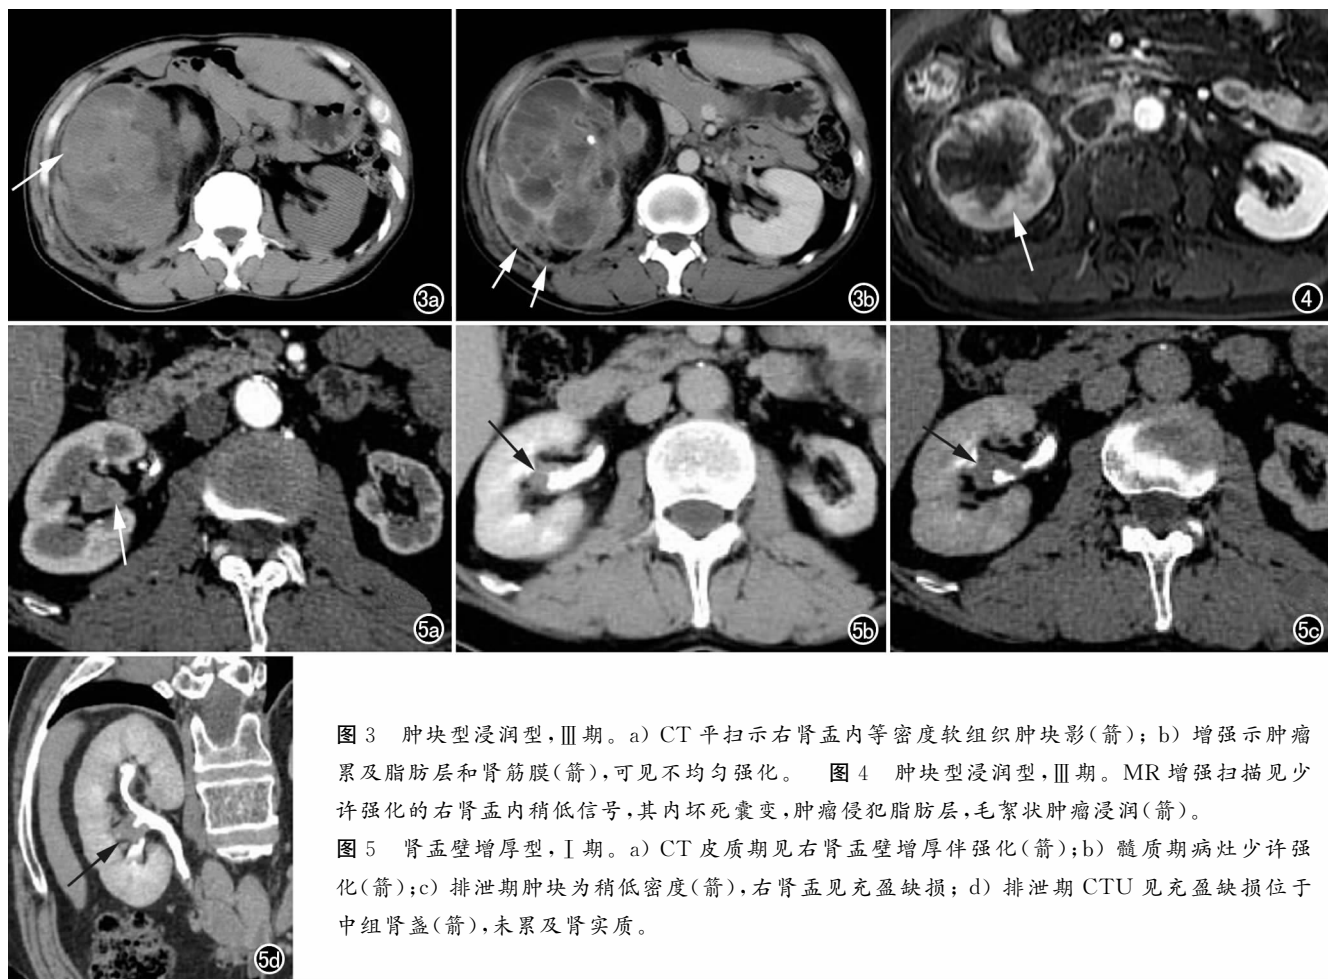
肿块型浸润型, III 期。a) CT 平扫示右肾盂内等密度软组织肿块影(箭); b) 增强示肿瘤累及脂肪层和肾筋膜(箭), 可见不均匀强化。 图 4 肿块型浸润型, III 期。MR 增强扫描见少许强化的右肾盂内稍低信号, 其内坏死囊变, 肿瘤侵犯脂肪层, 毛絮状肿瘤浸润(箭)。
